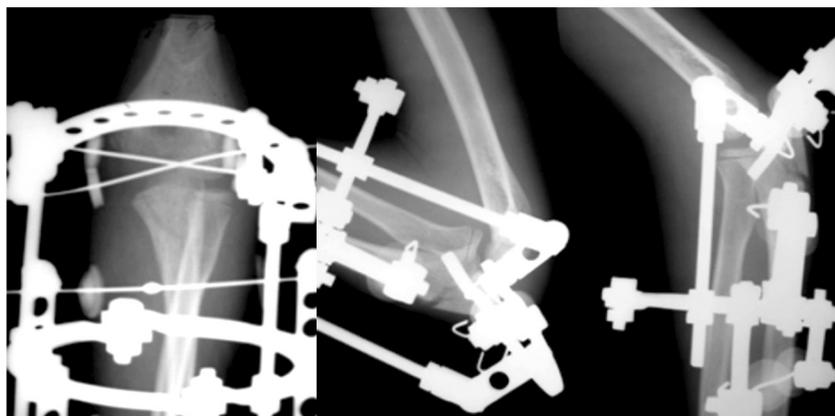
Фото рентгенограмм левого локтевого сустава больного Ю. после произведенного чрескостного остеосинтеза
